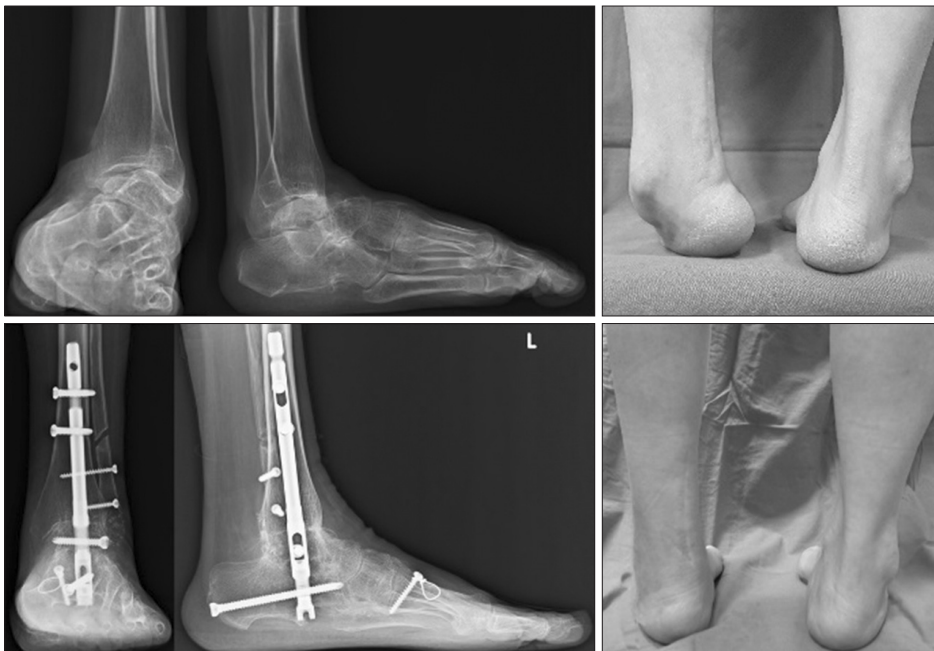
Standing radiographs and photograph of a 54-year-old female with equinovarus deformity demonstrates a correction of the deformity and osseous union after tibiototalcalcaneal arthrodesis with intramedullary nail.
